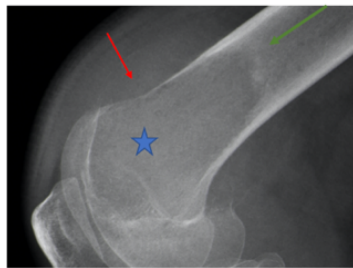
Question demandant à l'utilisateur d'interpréter la radiographie standard
